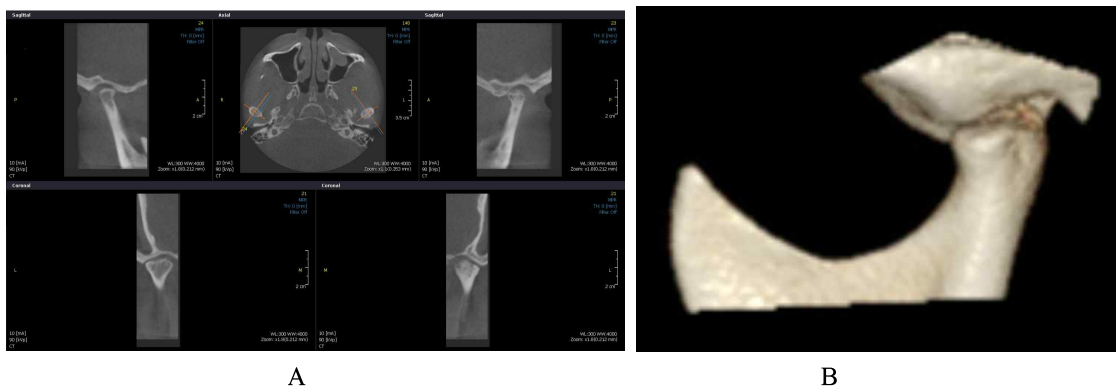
Cone beam computed tomography: A. multiplanar(MPR) images: B. 3D reconstructed image
